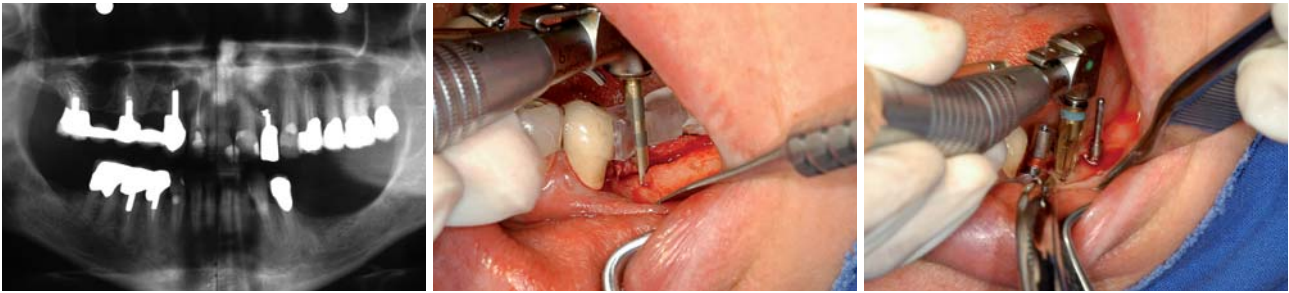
Präoperative Röntgenaufnahme. – Abb. 4: Implantatpositionsbestimmung und Pilotbohrung. – Abb. 5: Präparation des Implantatbettes.
